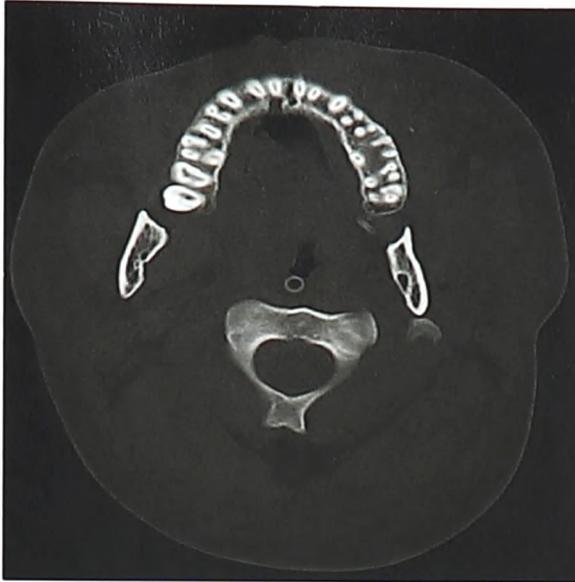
Компьютерная томография больного Б. с переломом тела нижней челюсти слева (после операции)
